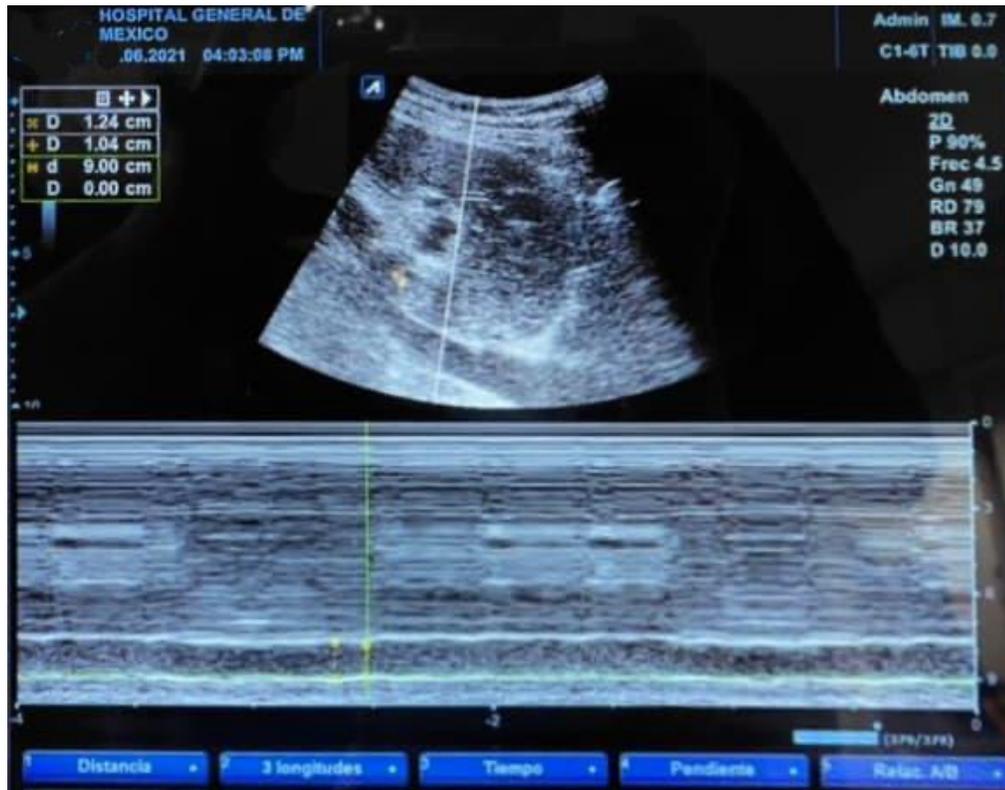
Ultrasonografía de la vena cava inferior
